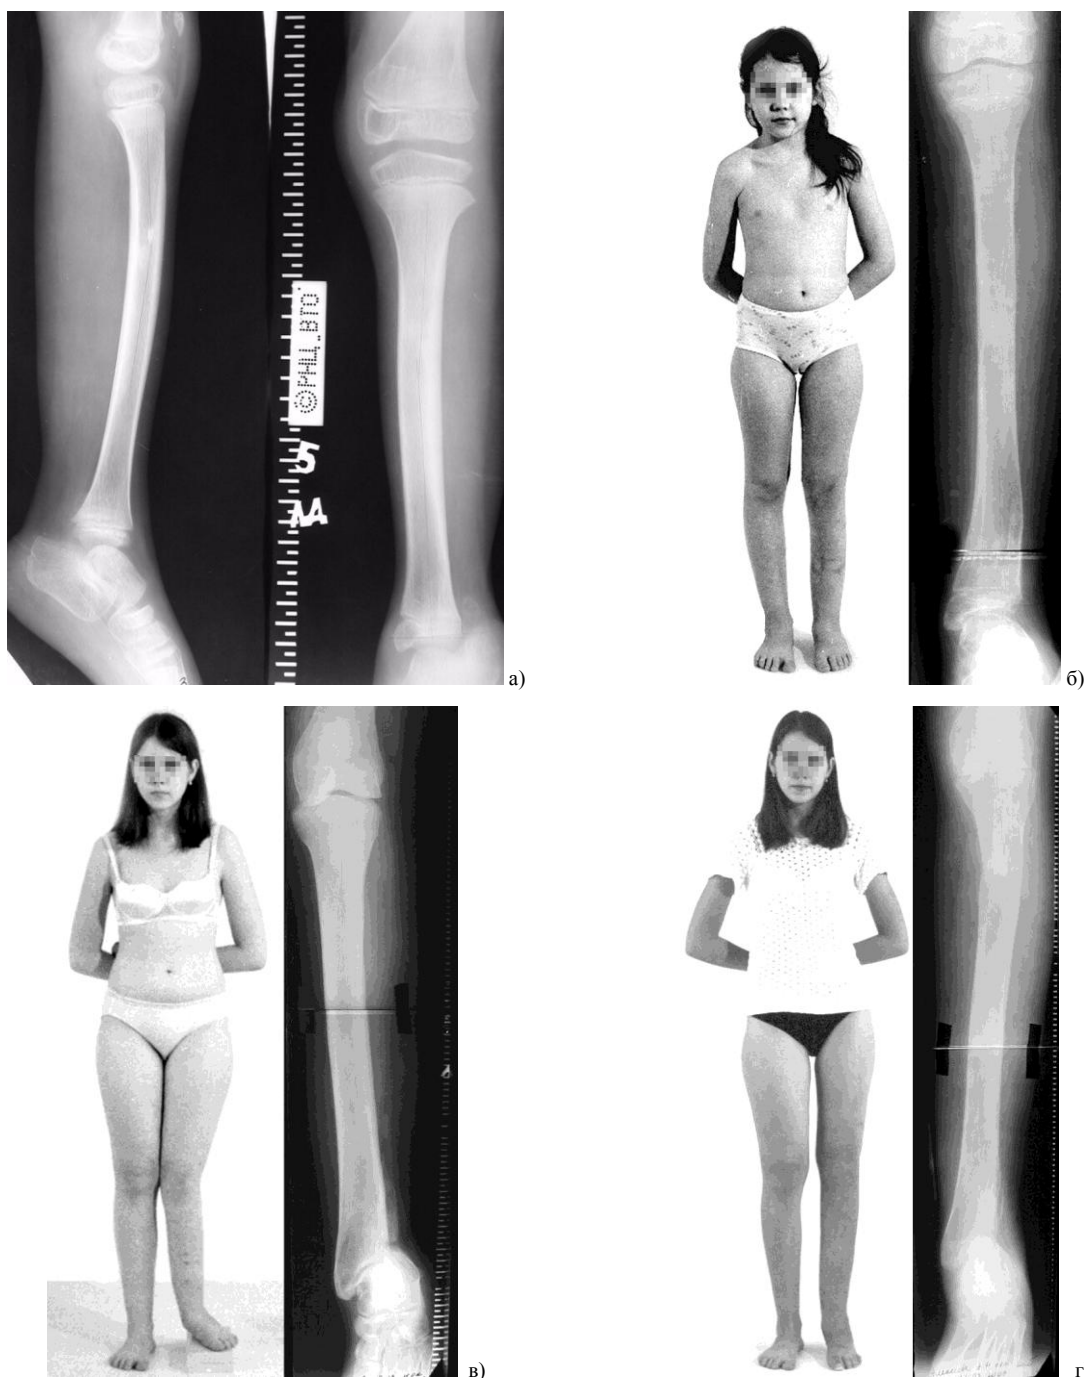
Пациентка А., история № 21957: а) рентгенограммы до начала лечения, б) больная и рентгенограмма после окончания первого этапа лечения в возрасте 6 лет, в) больная и рентгенограмма перед вторым этапом оперативного лечения (12 лет), г) через год после окончания второго этапа лечения.
